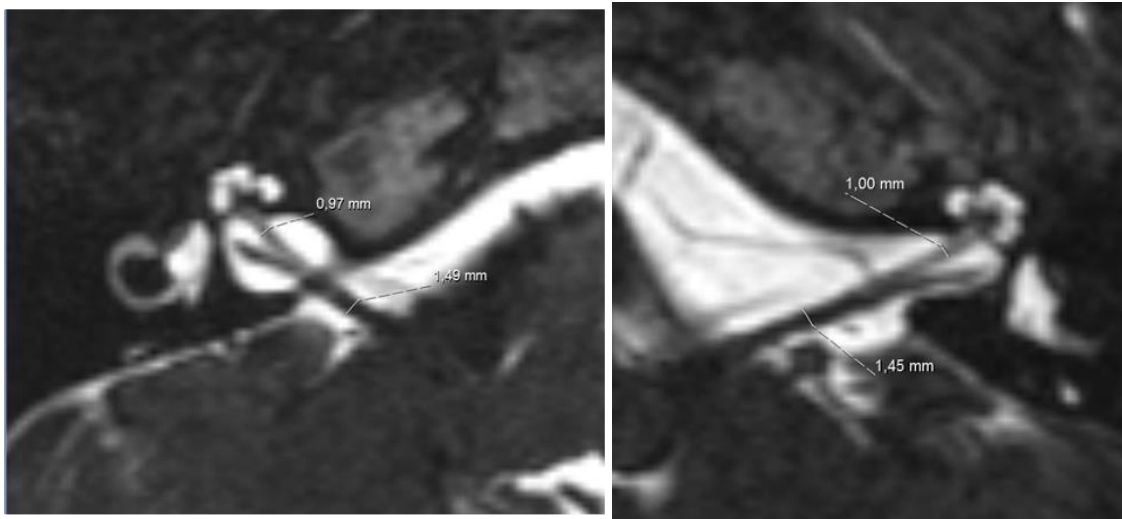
Beispiel für die Messung des N. vestibulocochlearis und des N. cochlearis im axialen Schnittbild im präoperativ angefertigten MRT in CISS-Sequenz im inneren Gehörgang an der Stelle mit dem größten Durchmesser.
